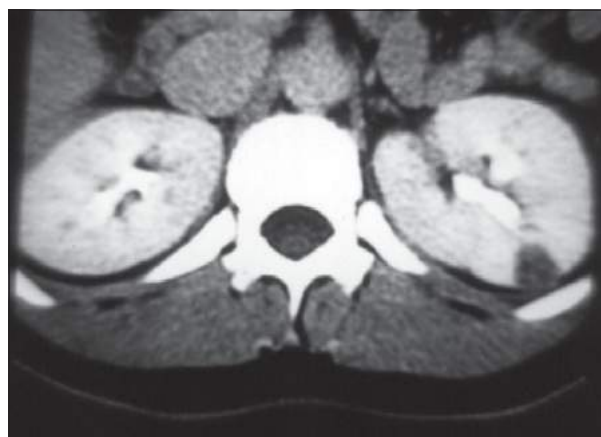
Tomografia computadorizada: angiomiolipoma, imagem radioluciente no pólo inferior do rim esquerdo (gordura). (Permissão de Netto Jr. NR.)
